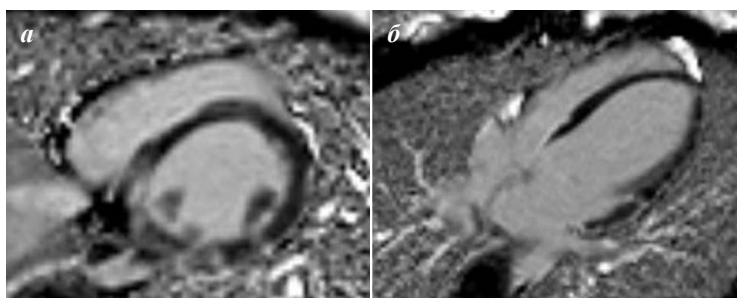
МРТ сердца пациента Б., 16 лет (а - двухкамерная проекция по короткой оси, б - четырехкамерная проекция). На отсроченных постконтрастных изображениях в базальных отделах МЖП определяются интрамуральные фиброзные изменения, в области нижней стенки ЛЖ определяются трансмуральные фиброзные изменения.
